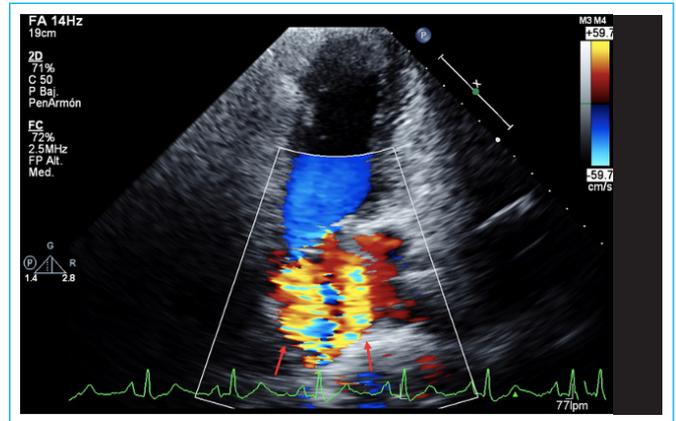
Ecocardiograma Transtorácico (ETT). Color Doppler con flujo turbulento proveniente de las venas pulmonares ingresando a la aurícula izquierda. Las flechas rojas indican flujo turbulento.
